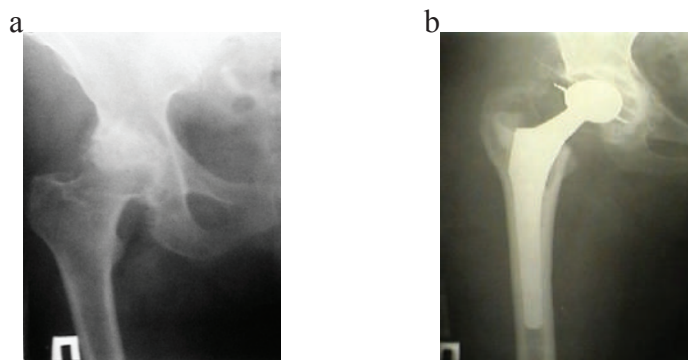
Radiographs of the hip joint of a patient with dysplastic coxarthrosis. a - before surgery, b - 4 years later, after total endoprosthesis of the right hip joint with the Howmedica implant - cement fixation. X-ray assessment of the cement mantle was carried out according to the Barrack et al. System, which includes 4 categories (A, B, C, D): category A - uniform and complete filling of the bone marrow canal space around the stem of the endoprosthesis with radiopaque cement; category B — presence of minor defects at the cement-bone interface; category C - X-ray image enlightenment at the cement - bone border of 50 to 99% or incomplete mantle; category D - brightening up to 100% or no cement in the apex of the pedicle. We analyzed the dynamics of the X-ray density at the boundaries of the implant - bone, according to the Gruen system in 7 zones around the stem of the endoprosthesis (Fig. 3)
